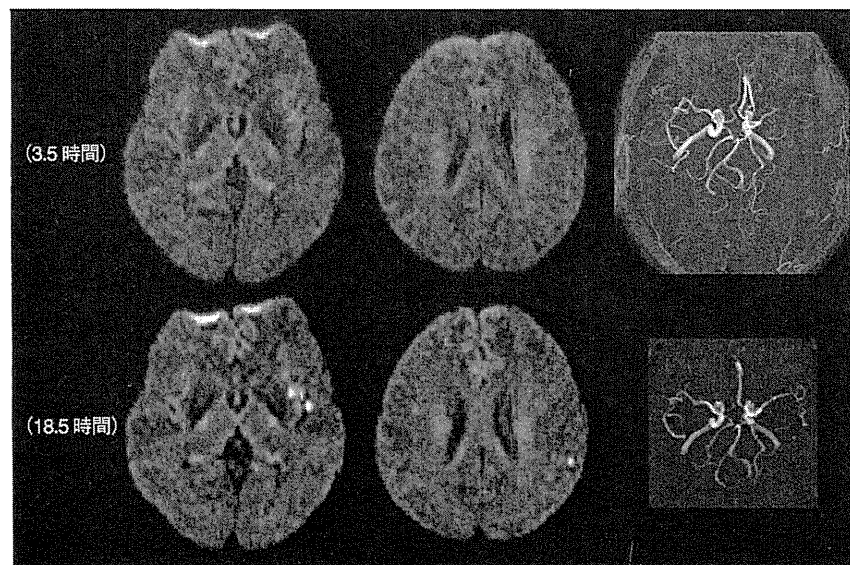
心原性塞栓型 TIA 症例の MRI (DWI) および MRA 所見
